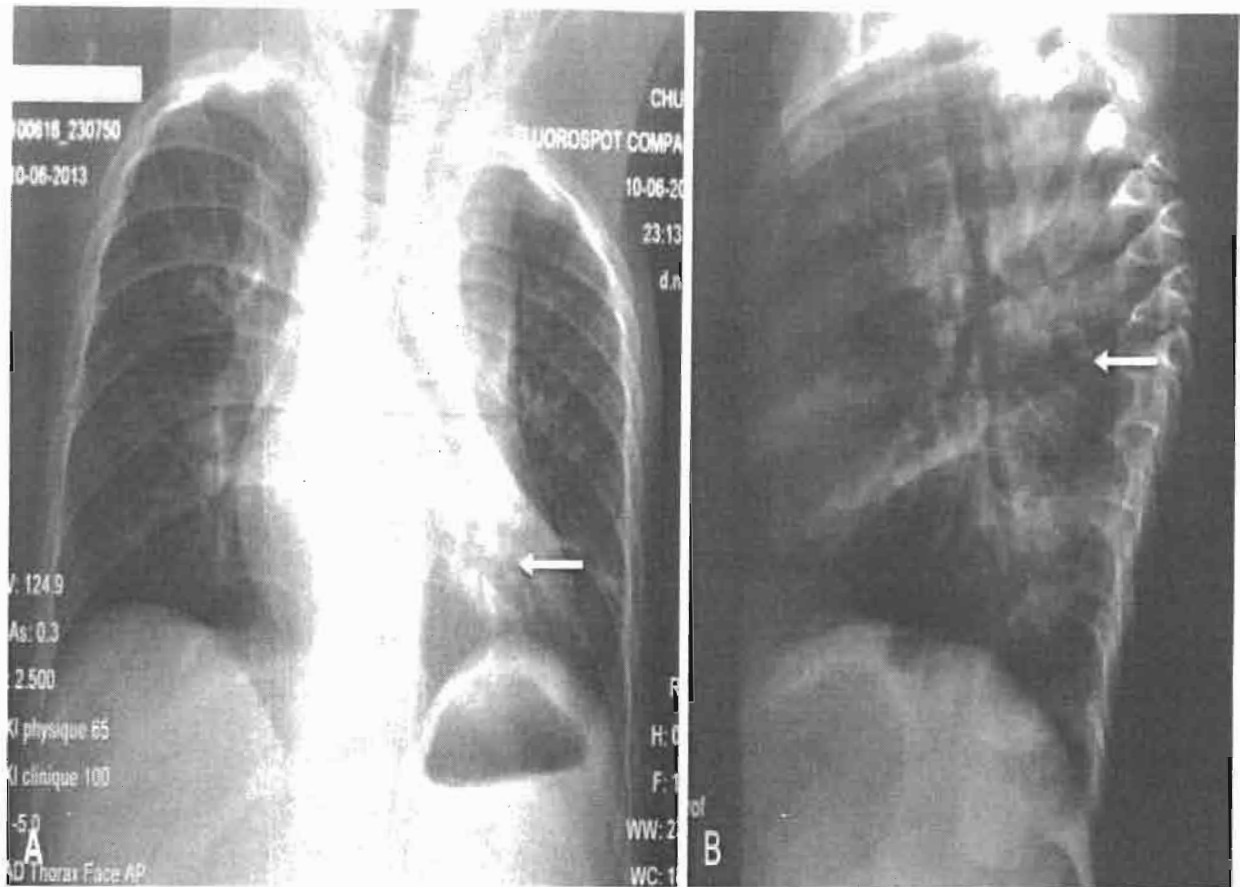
Radiographies thoracique de face (A) et du rachis thoracique de profil (B) chez un petit enfant de 3 ans chez présente une toux, une fièvre au long cours. Elles montrent une condensation alvéolaire (A, flèche) et une gibbosité thoracique haute de T4-T8 avec tassements vertébraux (B, flèche).
